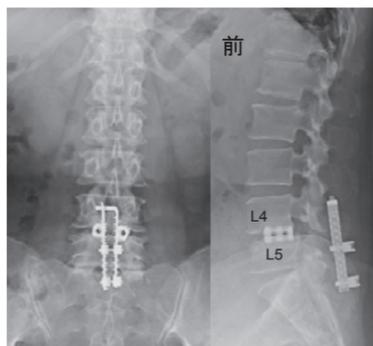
後方進入腰椎椎体間固定術を受けて1年後の単純X線像です。L4とL5の間の椎間板は切除され、骨を入れた金属製の箱（ケージ）が2個入っています。後方には固定を補助するプレートが棘突起（背骨の後ろの突起）を挟んで止めています。
